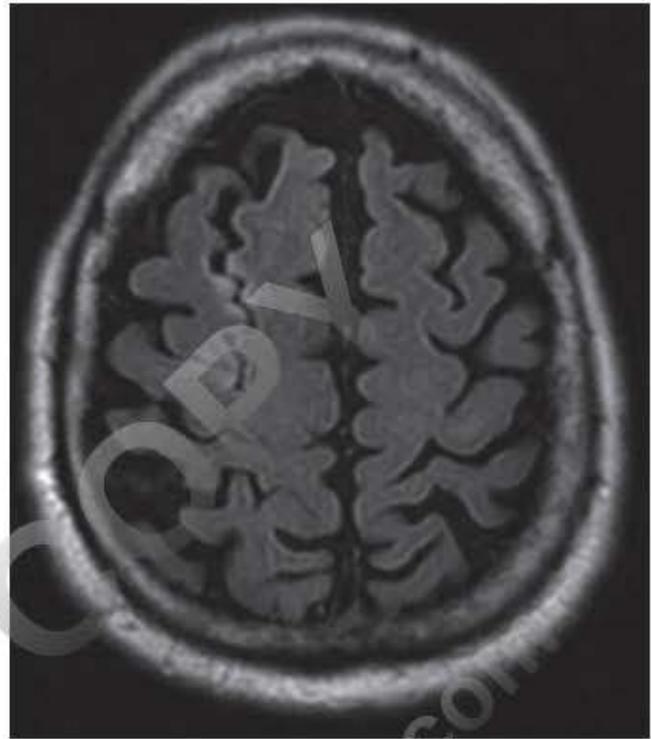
Figura e3.4 RM. Pequeña lesión isquémica cortical que produce una parálisis selectiva de los músculos extensores de la mano, que simula una parálisis radial (periférica).
